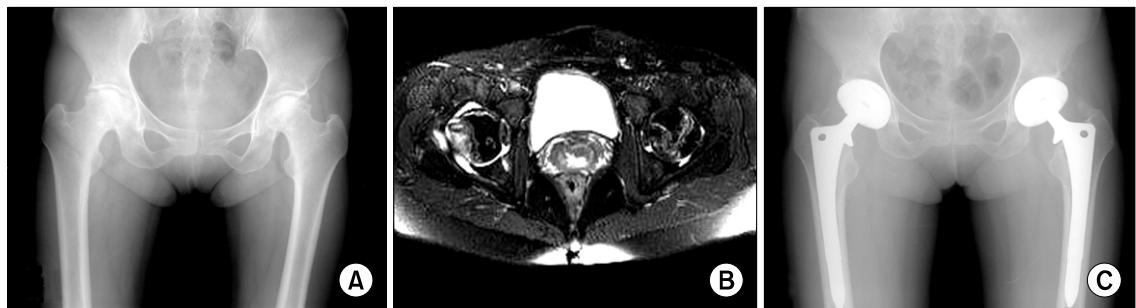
These images show a 36 year-old woman with SLE. (A) Initial radiograph reveals that collapsed both femoral head and acetabular sclerotic change. (B) Both hip MRI reveals double line sign of both femoral head. (C) Two years after primary total hip arthropasty, the femoral and acetabular components of both hip were stable.
